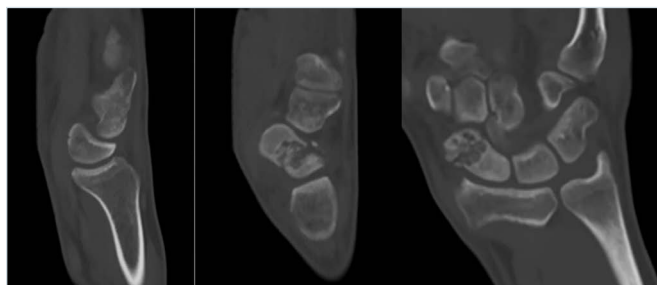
TC a 2 anni dal primo trauma.
